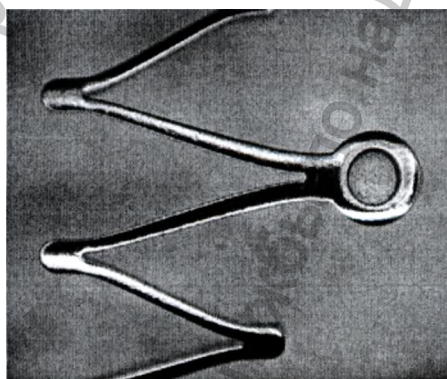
Стент Protégé EverFlex – Рентгеноконтрастный маркер на конце стента (внутри кольца)
